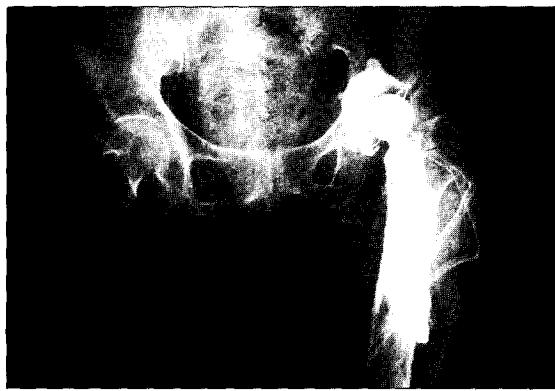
Femoral stem perforation is seen at immediate post-op. X-ray.
